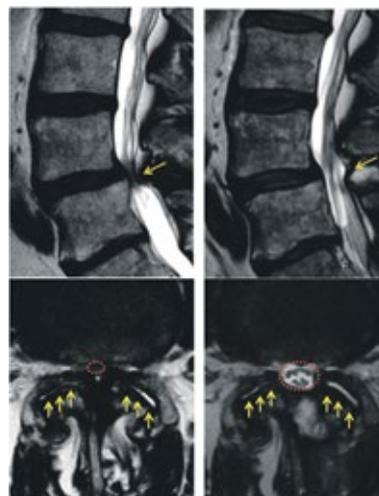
MRT Bilder (oben sag., unten axiale T2 Schichtung) einer Wirbelkanalstenose (kleiner roter Kreis) mit einem leichten Wirbelgleiten LW4/5 (orange Pfeile) vor (l.) und nach (r.) minimal-invasiver mikroskopischer Dekompression. Postoperativ ist die Stenose (großer roter Kreis) beseitigt und die Nerven im Spinalkanal sind wieder von Liquor umspült. Die ausreichende Dekompression ist unter weitgehendem Erhalt der kleinen Wirbelgelenke (gelbe Pfeile) gut möglich.
